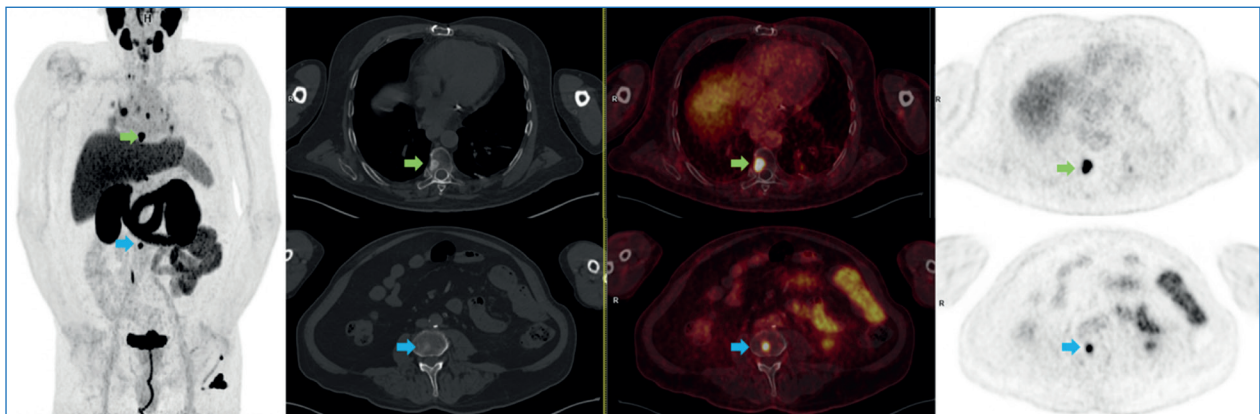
Paciente de 67 años con adenocarcinoma de próstata de alto riesgo, Gleason 7 (3 + 4), tratado con radioterapia y hormonoterapia y posteriormente resección de metástasis pulmonares y SBRT. Elevación de PSA (1,88 ng/ml). La PET-TC con ^{18}F -piflutofostat muestra afectación ganglionar supradiaphragmática y lesiones óseas (D8, D11 y L3) compatibles con metástasis.
